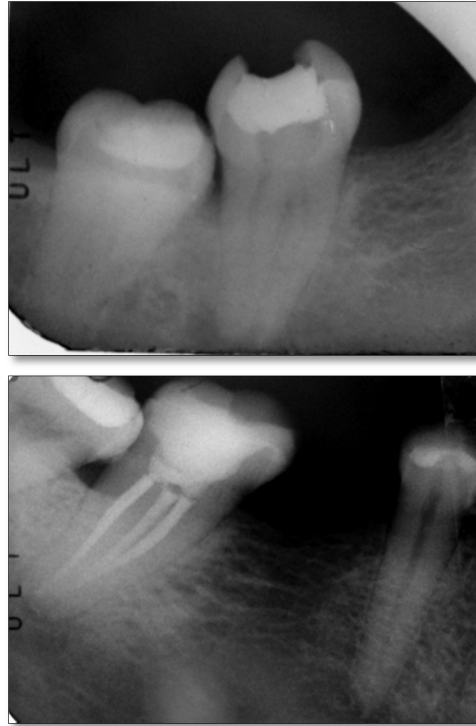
Radiografía inicial y de control 03 meses después de finalizado el tratamiento de conducto
